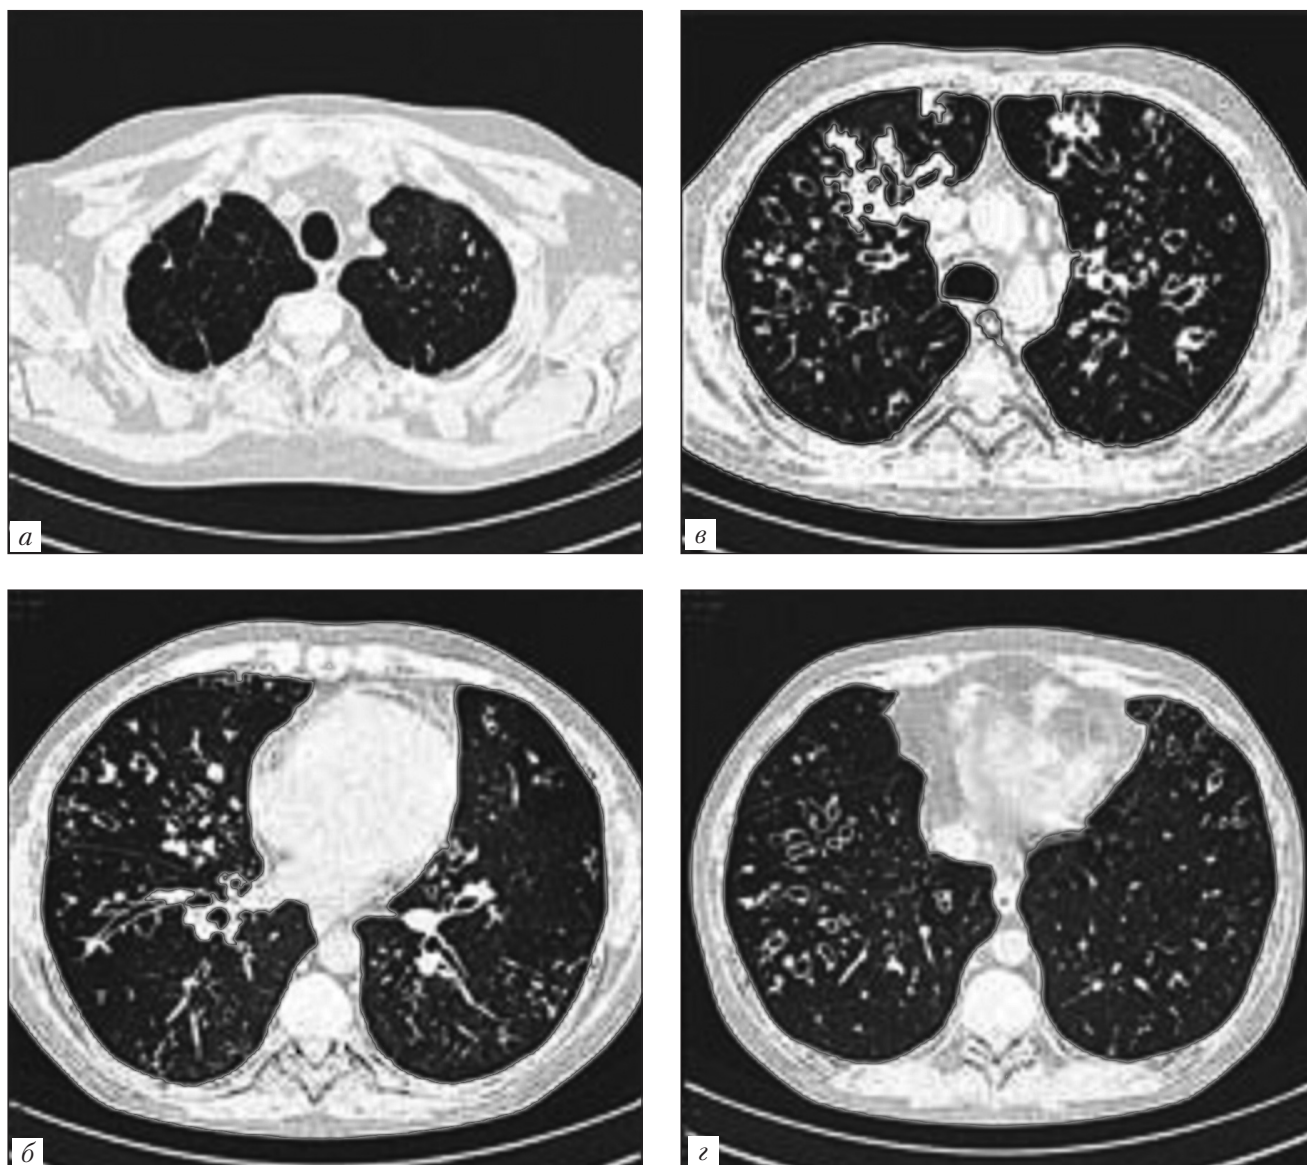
Бронхоэктазы в легких. Компьютерная томография (а–г)
